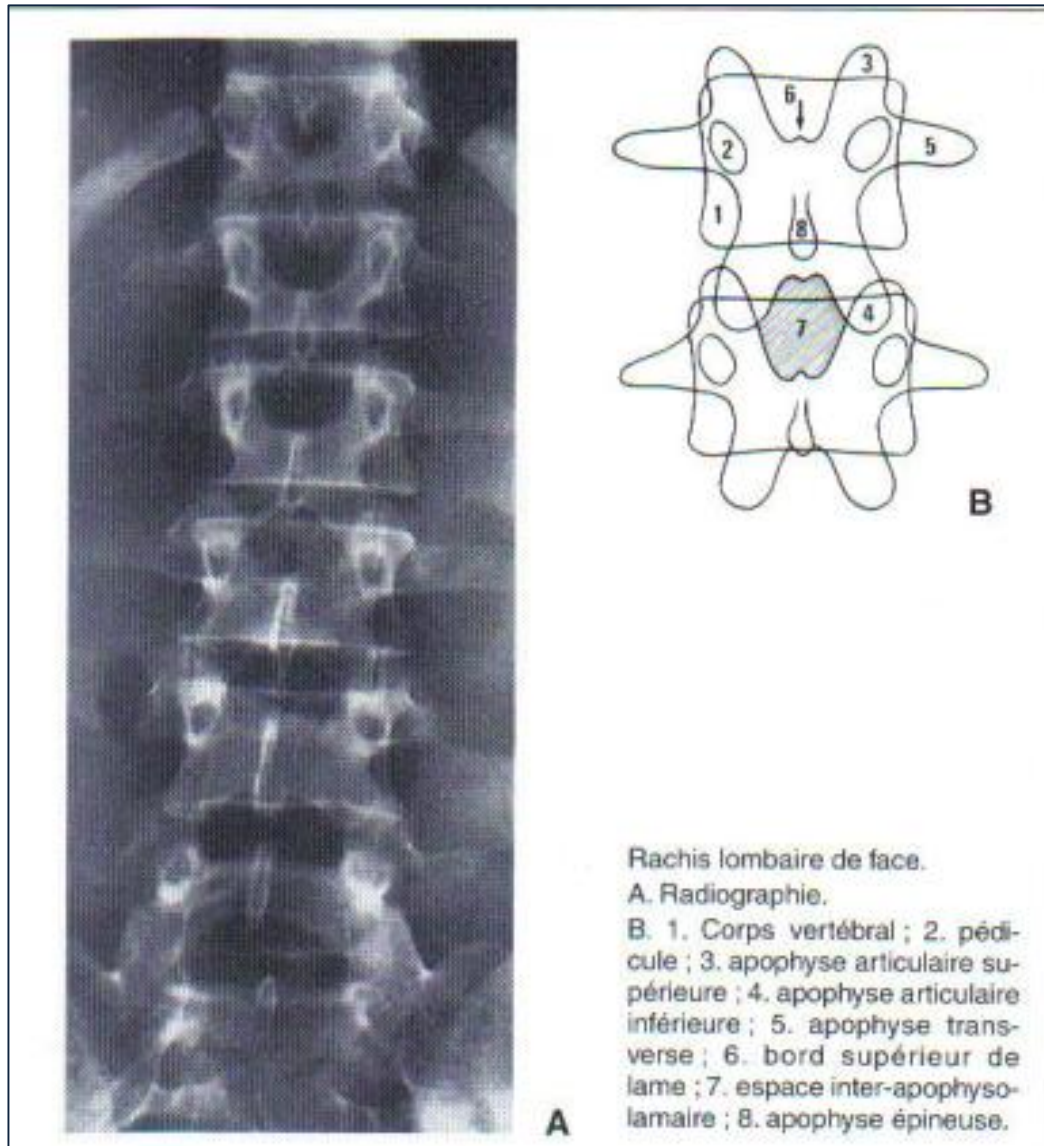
Radioanatomie de l'incidence de face de la radiographie standard [9].
